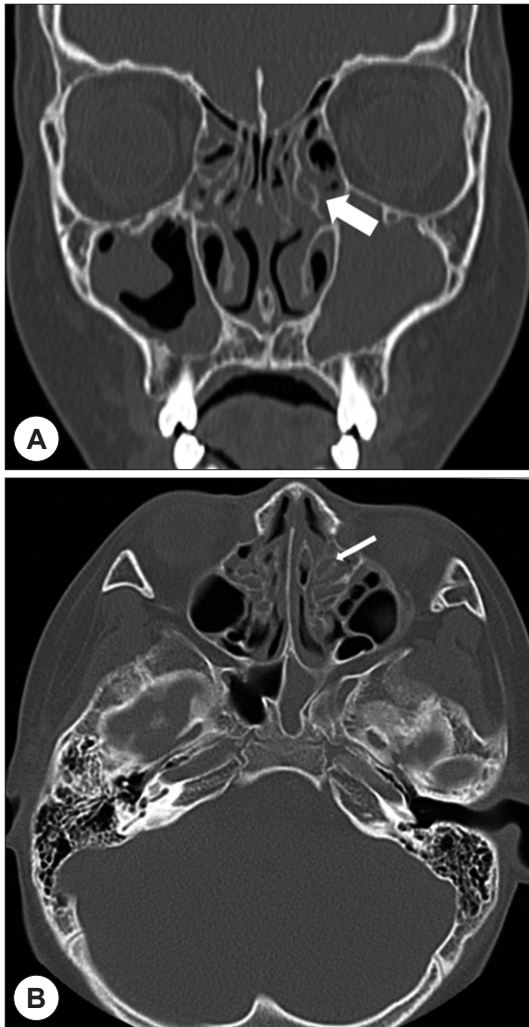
Preoperative CT findings. Coronal view (A) and axial view (B) present both side of chronic pansinusitis with polyposis. Pneumatization of left uncinate process is indicated both planes by arrows.
